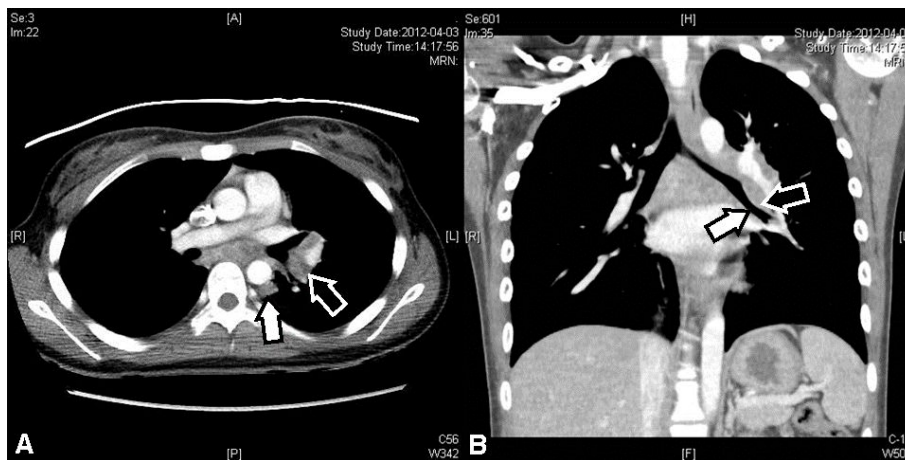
(A) Chest CT (axial view): Enlarged mediastinal and hilar lymph nodes (arrows). (B) Chest CT (coronal view): Narrowed left bronchus due to enlarged lymph nodes (arrows).
